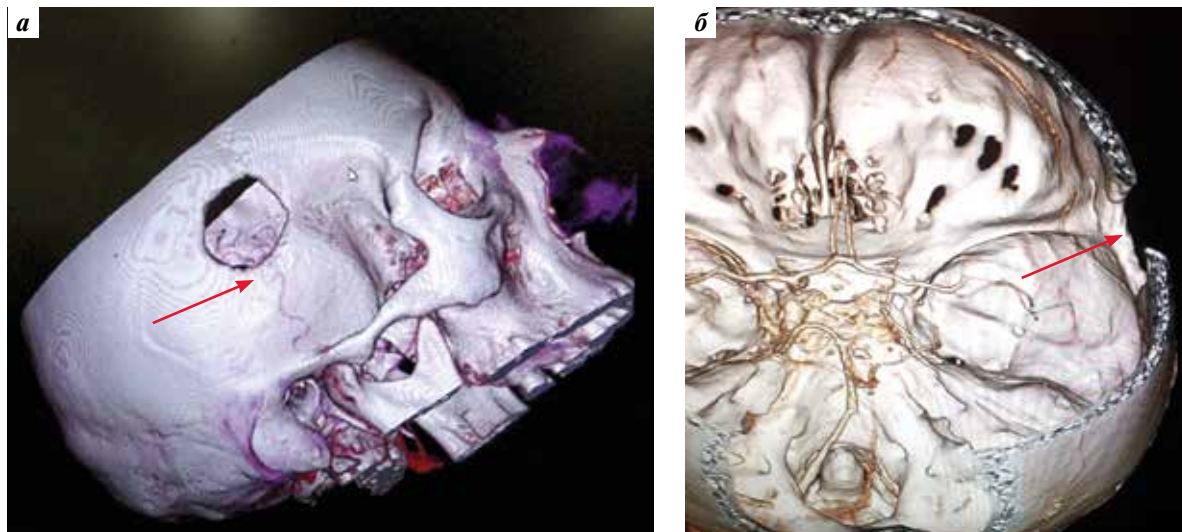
Мультиспиральные 3D компьютерно-томографические ангиограммы пациента Т.: а — функционирующий ЭИКМА в раннем послеоперационном периоде; б — нефункционирующий ЭИКМА справа через 4 года после выполнения операции: визуализируется тромбоз левой поверхностной височной артерии (стрелка)
